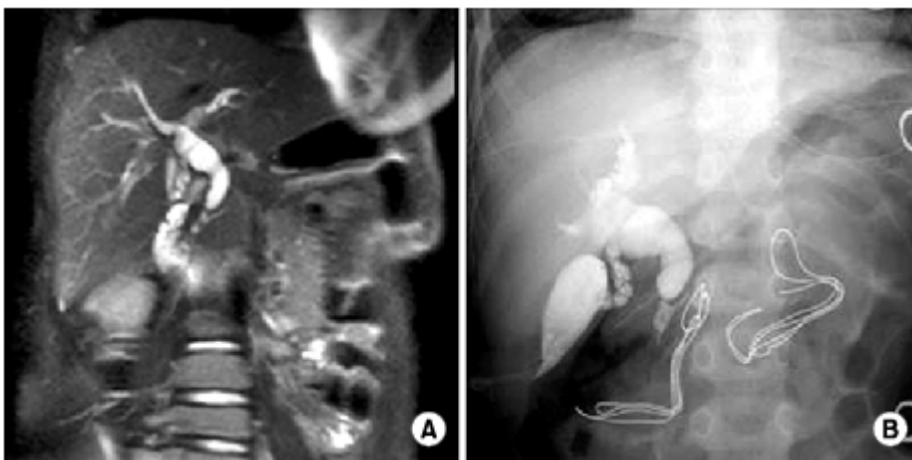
A 5-year-old boy presented with abdominal pain. (A) Coronal MRCP* shows type Ic choledochal cyst with APBDU[†] but not dilated intrahepatic duct, (B) Operative cholangiography reveals type IVa choledochal cyst with APBDU. Note the same length and configuration of APBDU on both MRCP and operative cholangiography. *Magnetic Resonance Cholangiopancreatography; [†]Anomalous pancreaticobiliary ductal union.
